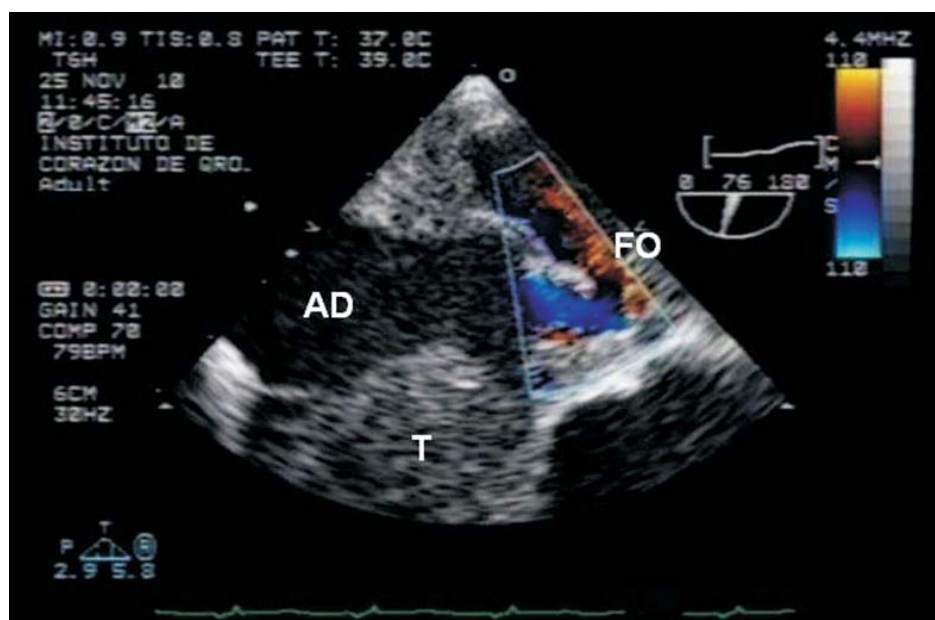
Ecocardiograma transesofágico en su modalidad doppler color 76° : Foramen oval permeable (FO), en aurícula derecha (AD) se aprecia tumoración (T) fija a la pared libre de la misma.
